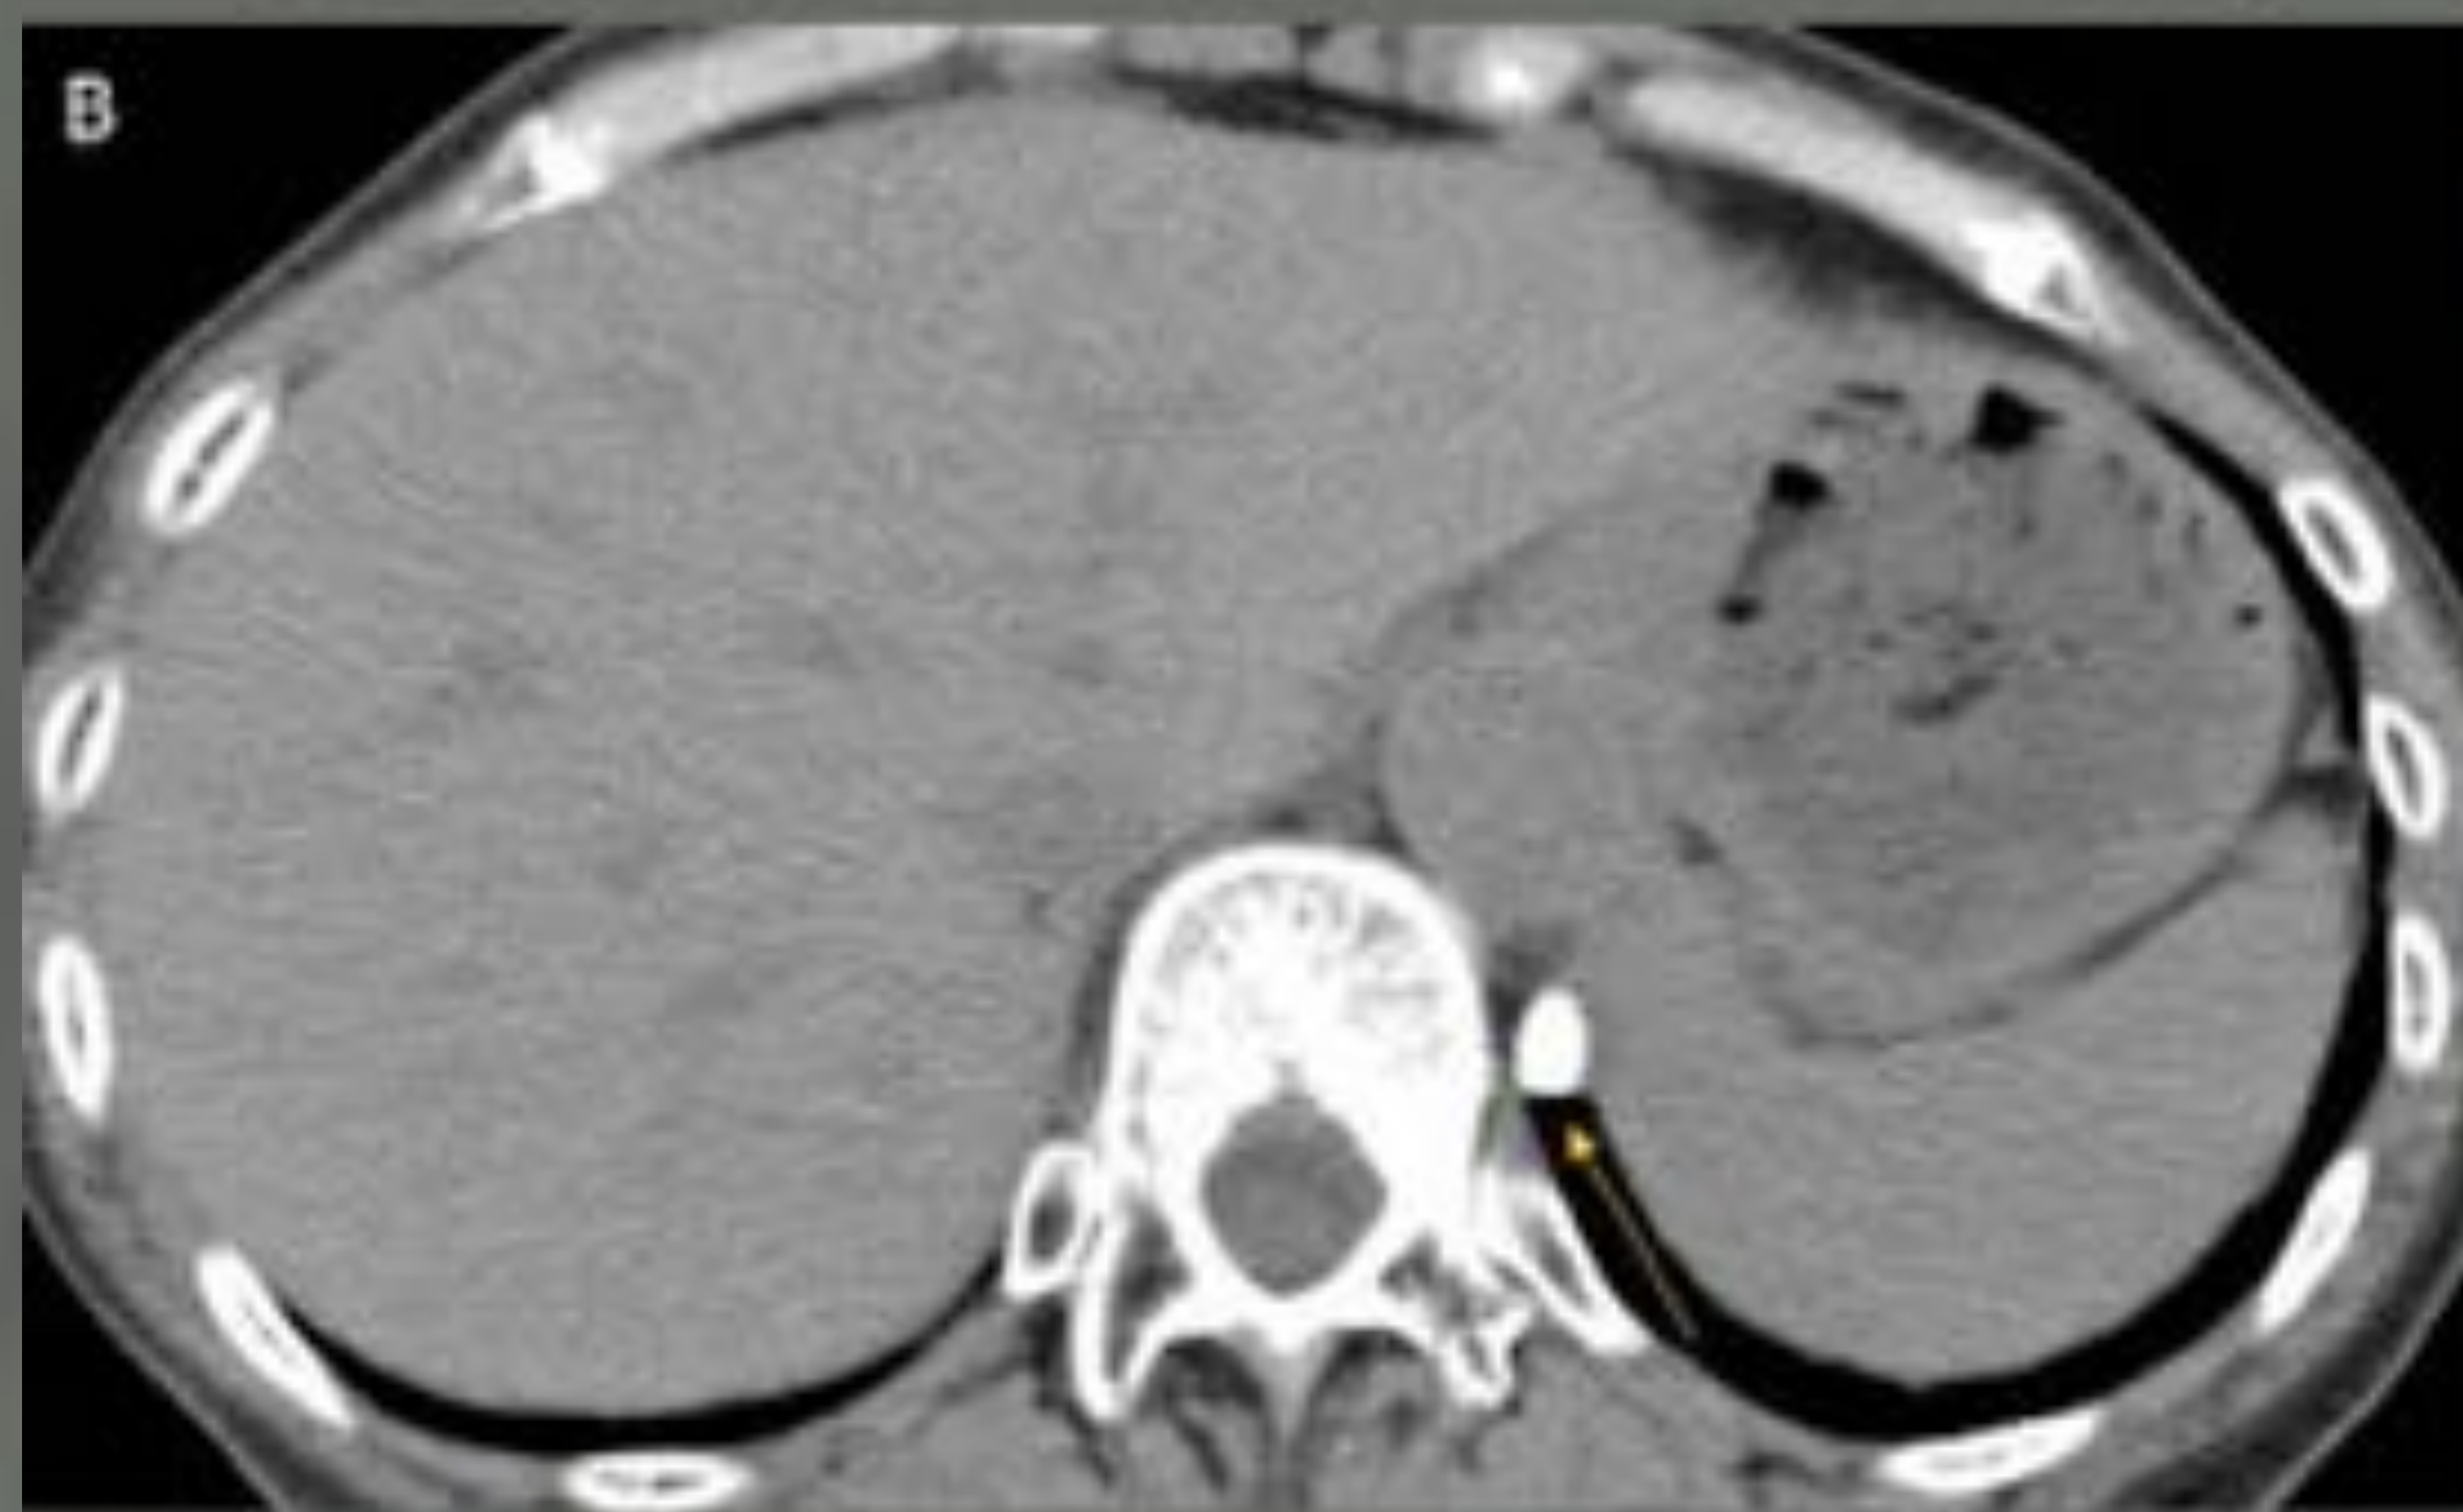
Toracolitiasis. A, B. Se identifica un nódulo calcificado con bordes nítidos en diferente posición en dos imágenes de TC axial adquiridas en momentos diferentes (flechas). C. Fotografía del material extraído realizada con bajo poder de magnificación (C x 4,7) (Tinción HE). El material era tejido adiposo y tejido graso necrótico rodeado por material fibroso hialinizado. *Cortesía del Dr Hiroaki Nakagawa.*
